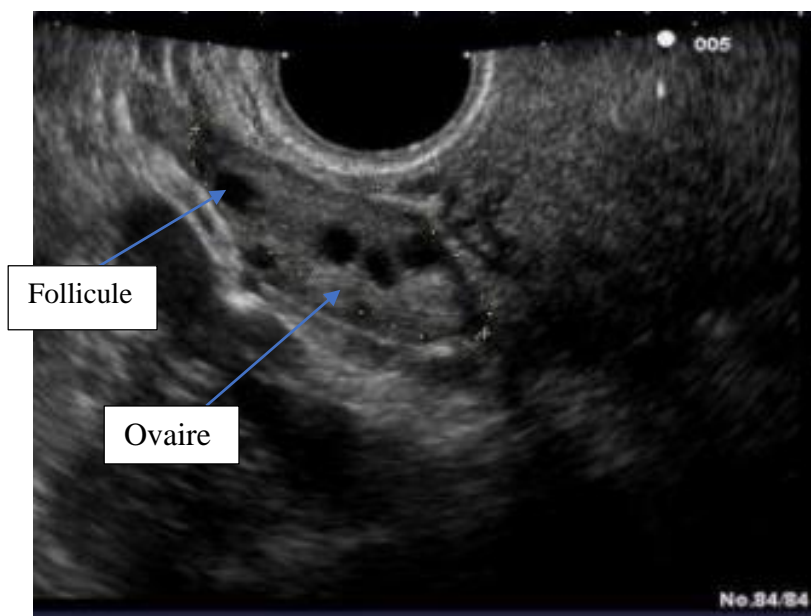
Image échographique endovaginale montrant une image tissulaire, ovale renfermant des images arrondies, anéchogènes de tailles variables (follicules).[2]
